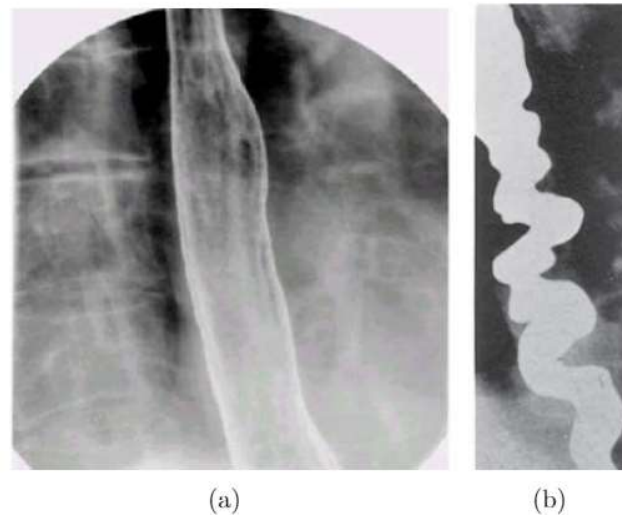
Radiografía esofágica normal (a) y de un espasmo esofágico (b). Tomadas de la referencia [51].
